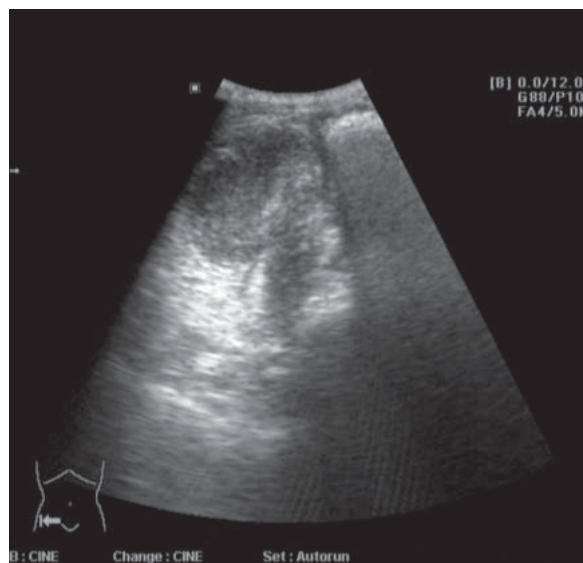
Peritonita. Ecografie. Abces fosa iliacă dreaptă.
